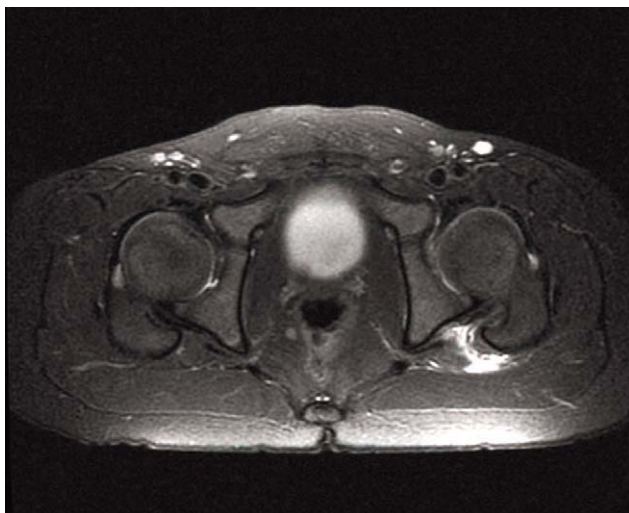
T2-weighted MR image shows partial rupture of piriformis muscle and fluid collection around it.
